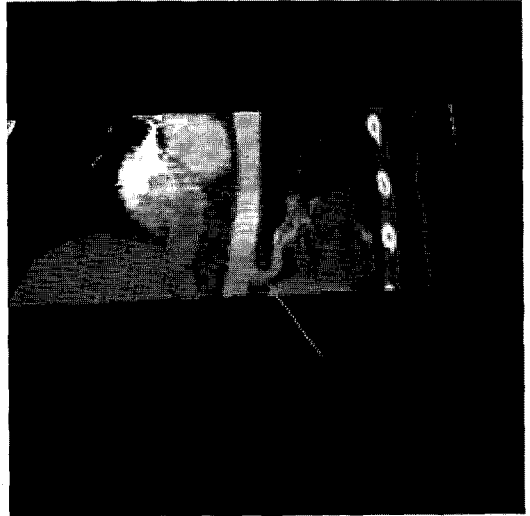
Sagittal reconstruction CT-angiography image shows aberrant vessel (arrow) running from descending thoracic aorta to mass like lesion.
